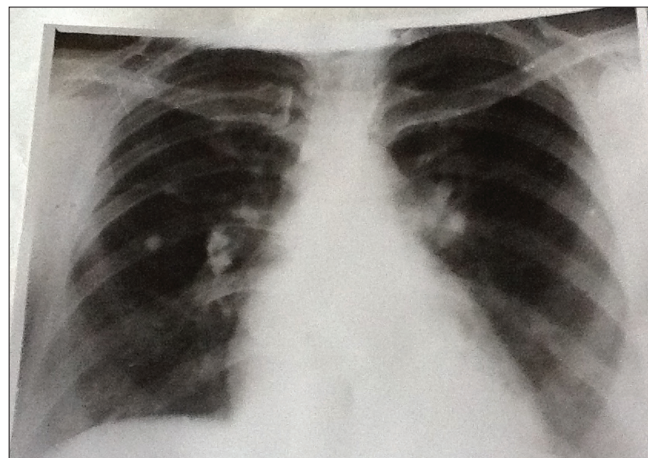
Рентгенограмма больной Л.
